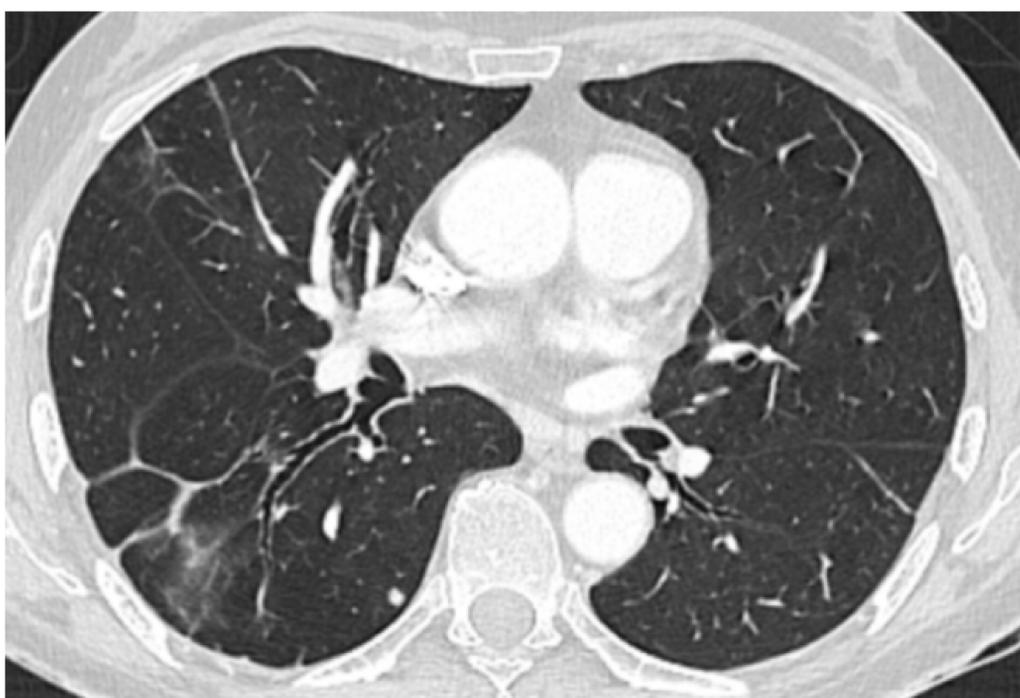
TC de tórax (cortes axiales) con ventana de parénquima pulmonar. Realizado tres meses después del TC anterior tras la suspensión del tratamiento con nivolumab y la administración de corticoides. Práctica resolución de las áreas de consolidación visualizadas en las imágenes previas.
